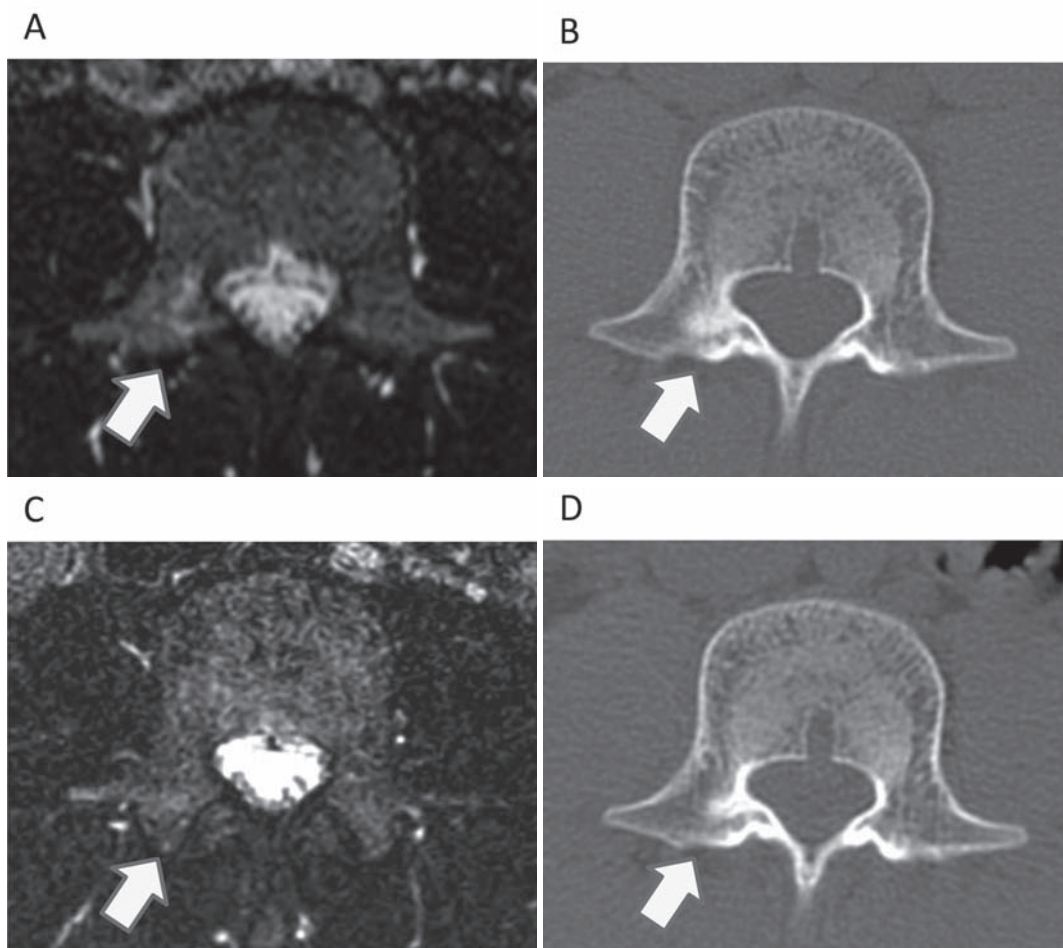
A：初診時の MRI 横断像では第 4 腰椎の右関節突起間部に淡い高輝度領域を認め(矢印)、骨髄浮腫の存在が示唆された.
